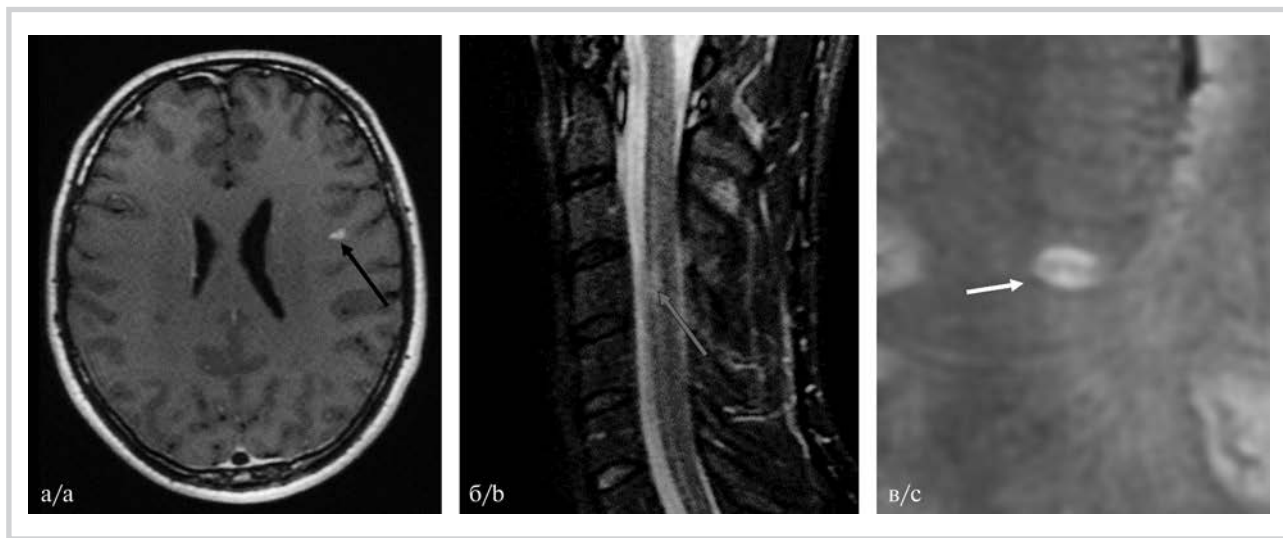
МРТ головного и спинного мозга (06.10.2024). Пациент 27 лет. а — T1 с контрастным усилением, б — STIR, в — SWAN.
